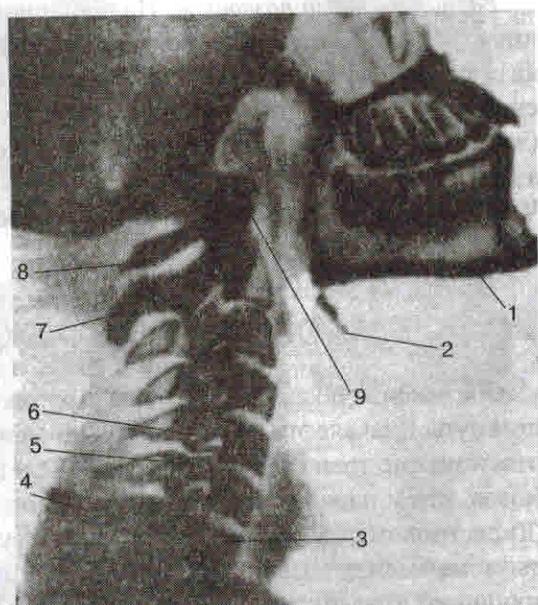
Рентгенограмма шейного отдела позвоночного столба, боковая проекция.
